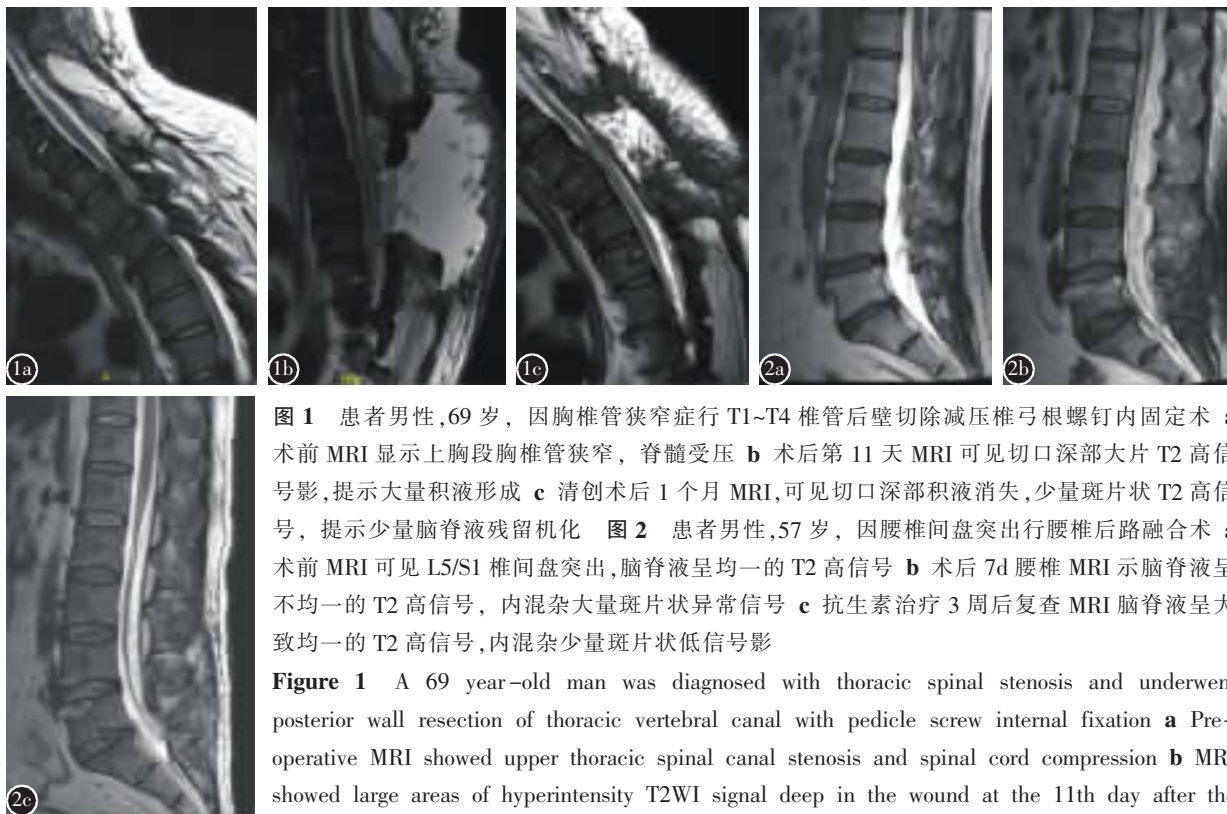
患者男性,69 岁,因胸椎管狭窄症行 T1~T4 椎管后壁切除减压椎弓根螺钉内固定术 a 术前 MRI 显示上胸段胸椎管狭窄,脊髓受压 b 术后第 11 天 MRI 可见切口深部大片 T2 高信号影,提示大量积液形成 c 清创术后 1 个月 MRI,可见切口深部积液消失,少量斑片状 T2 高信号,提示少量脑脊液残留机化 图 2 患者男性,57 岁,因腰椎间盘突出行腰椎后路融合术 a 术前 MRI 可见 L5/S1 椎间盘突出,脑脊液呈均一的 T2 高信号 b 术后 7d 腰椎 MRI 示脑脊液呈不均一的 T2 高信号,内混杂大量斑片状异常信号 c 抗生素治疗 3 周后复查 MRI 脑脊液呈大致均一的 T2 高信号,内混杂少量斑片状低信号影
